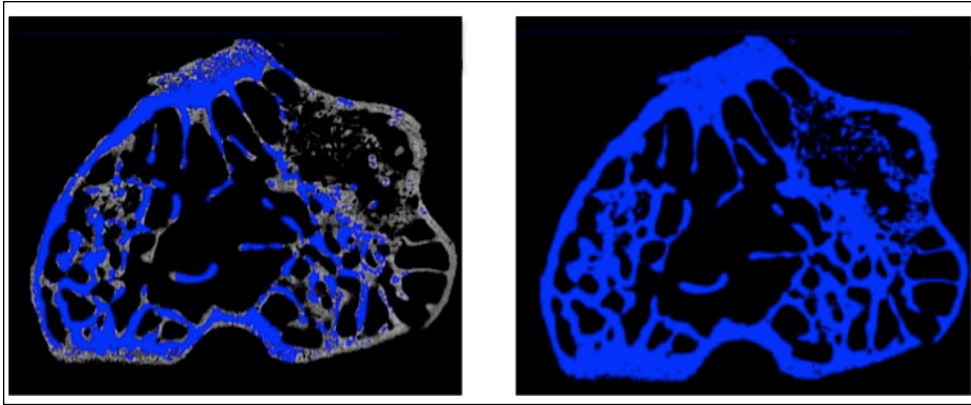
Auswertung der Mikroradiographien: Graudetektion (Arbeitsschritt 2).
